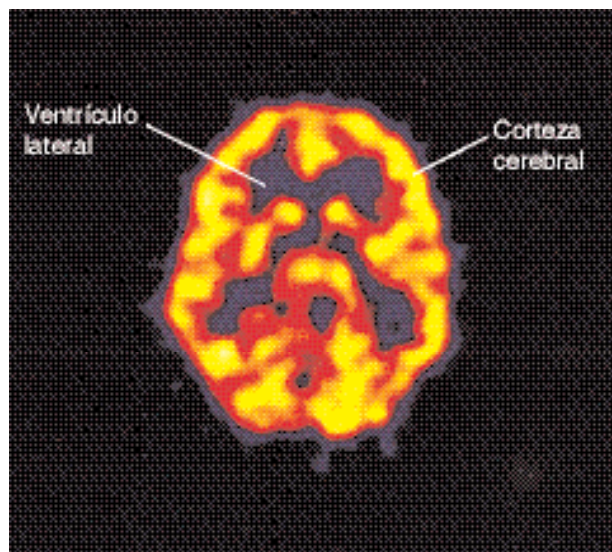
Tomografía por emisión de positrones (TEP) axial (horizontal) de un encéfalo normal luego de la inyección de 18-fluorodesoxiglucosa. Se observan regiones de metabolismo activo (áreas amarillas) en la corteza cerebral. También pueden verse los ventrículos laterales. (Cortesía del Dr. Holley Dey.)
